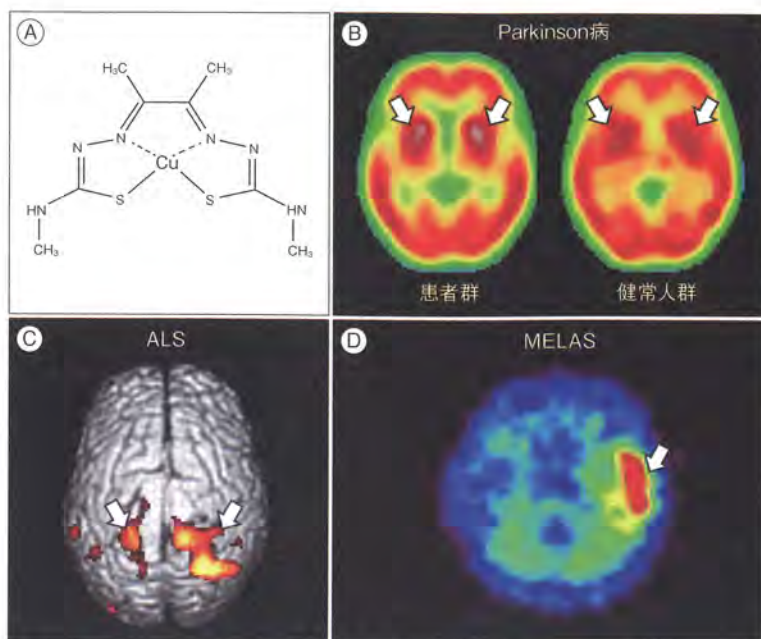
^{62}Cu -ATSM PETによる酸化ストレスイメージング
